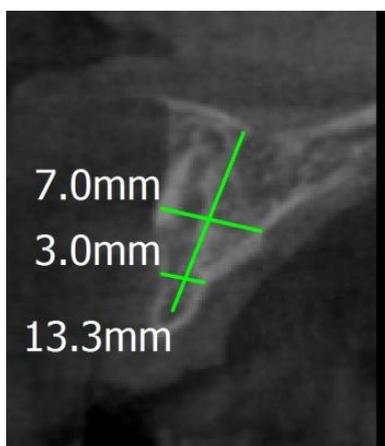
Corte sagital da tomografia computadorizada, 8 anos após as decoronações. Região do dente 11.
